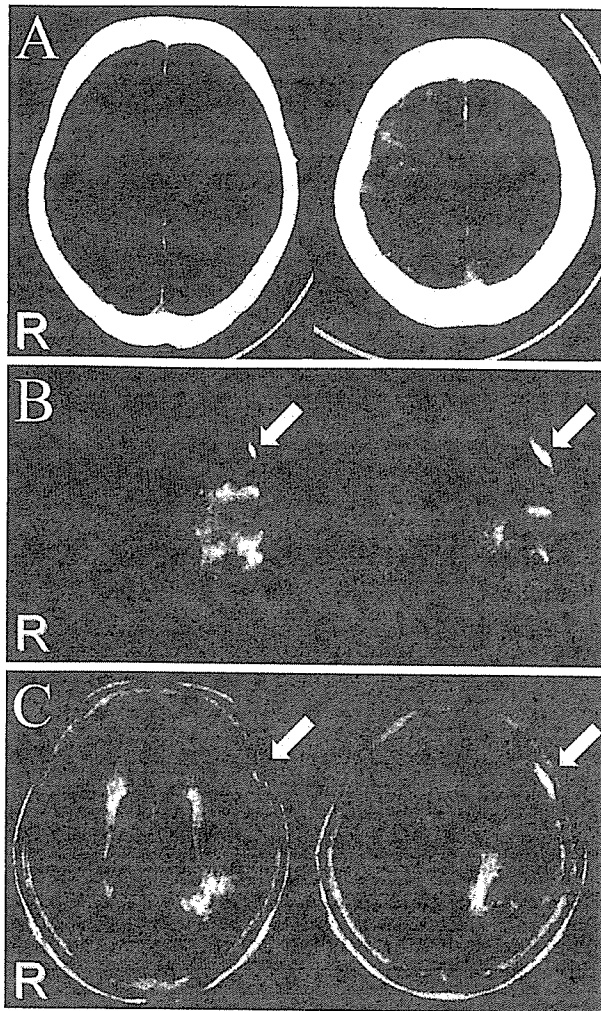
A: 頭部CT, B: 頭部MRI (拡散強調画像), C: 頭部MRI (FLAIR画像)
